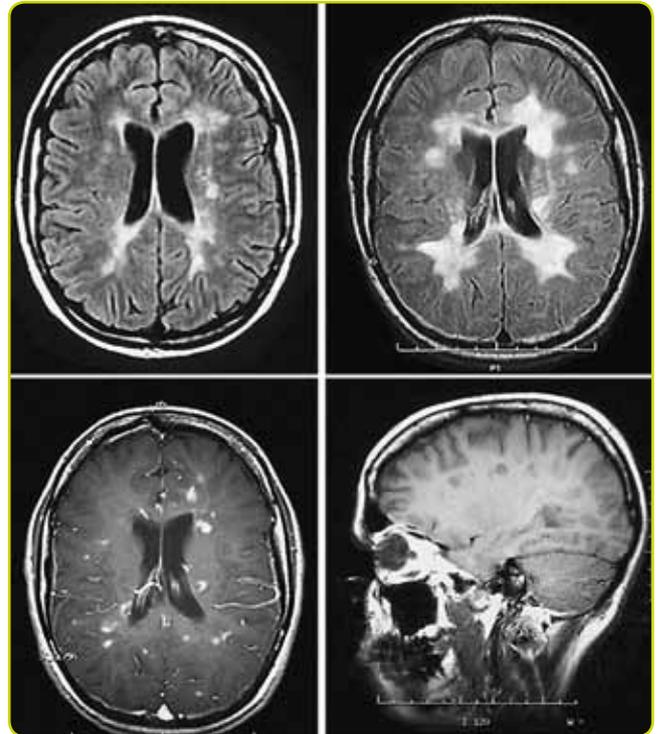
RM con lesiones periventriculares típicas de la esclerosis múltiple.
